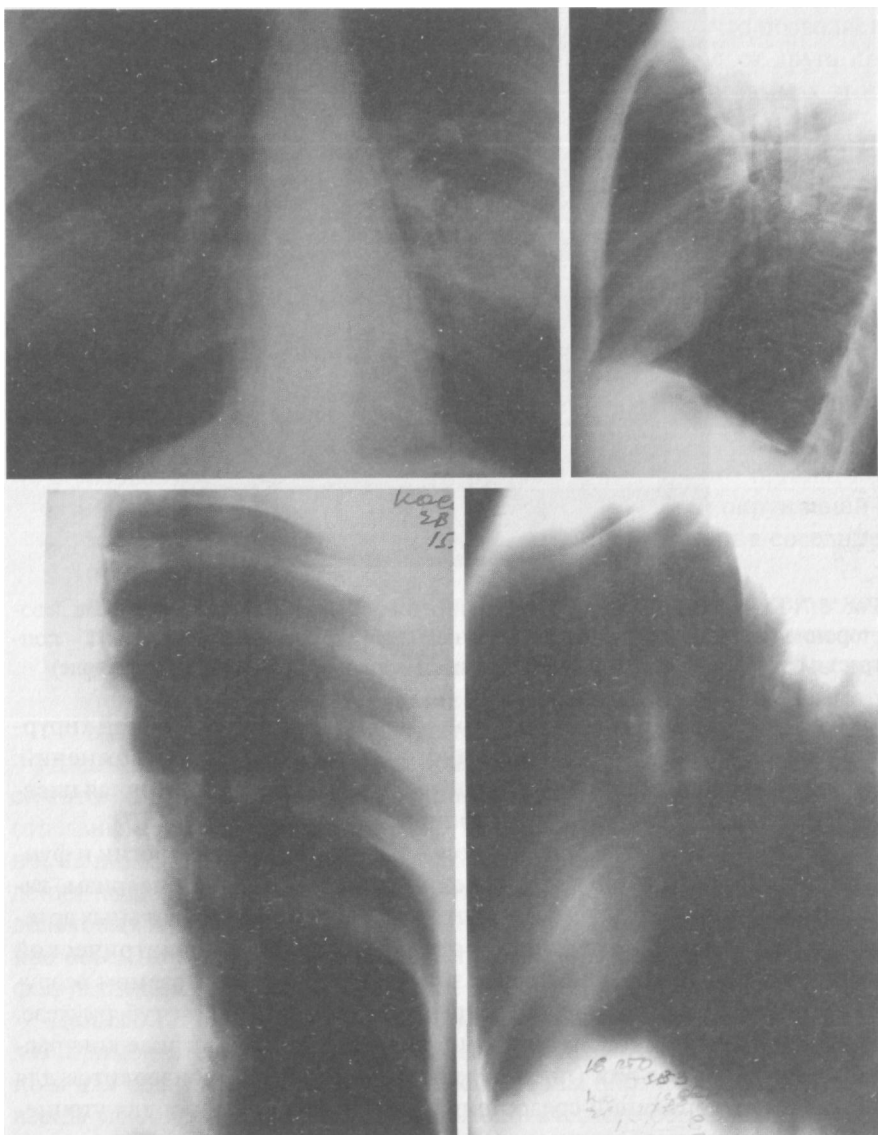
Обзорная и левая боковая рентгенограммы, продольная прямая и продольная боковая томограммы легких больного инфильтративным туберкулезом 6 сегмента нижней доли левого легкого
